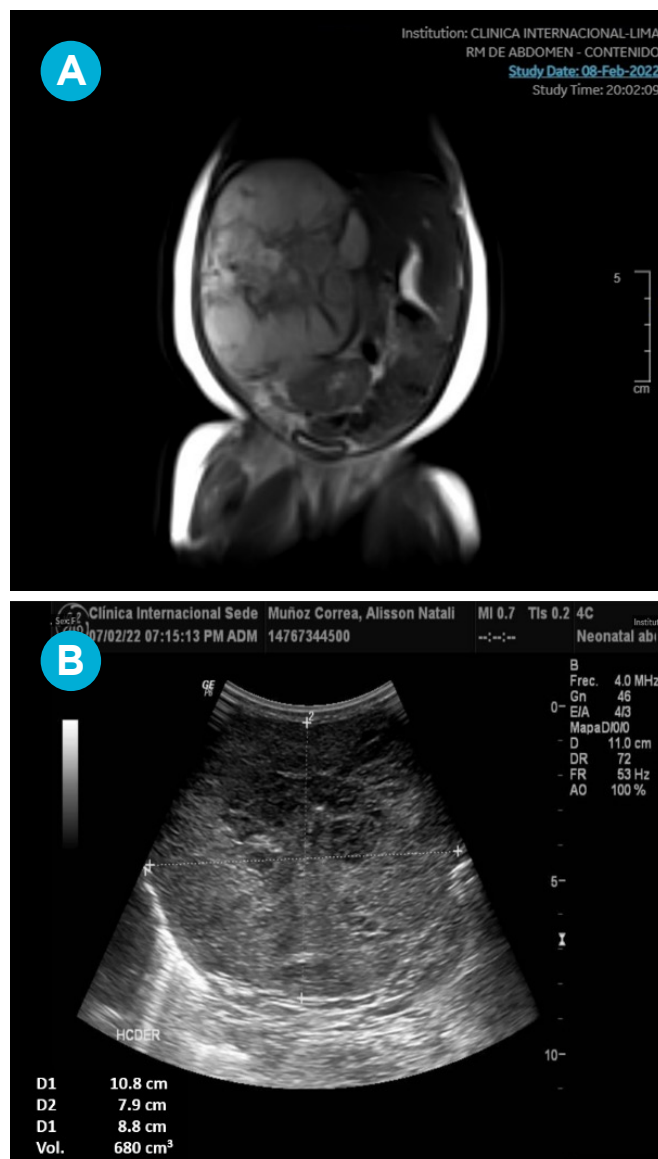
(A): Resonancia magnética de abdomen al ingreso que muestra extensa masa a nivel del lóbulo derecho hepático de aspecto heterogéneo, con septos internos, de baja señal heterogénea en secuencia ponderada en T1, señal heterogénea predominantemente alta en secuencia T2, que luego de la administración de contraste muestra realce centrípeto, con realce inicial periférico en fase arterial y progresivo realce centrípeto en fase venosa y tardía con centro hipointenso. (B): Ecografía de abdomen al nacimiento que muestra extensa tumoración de ecogenicidad heterogénea, de bordes lobulados, con predominio del componente sólido. Dimensiones 10.8 x 7.9 x 8.8 cm, volumen: 680 cm³.
